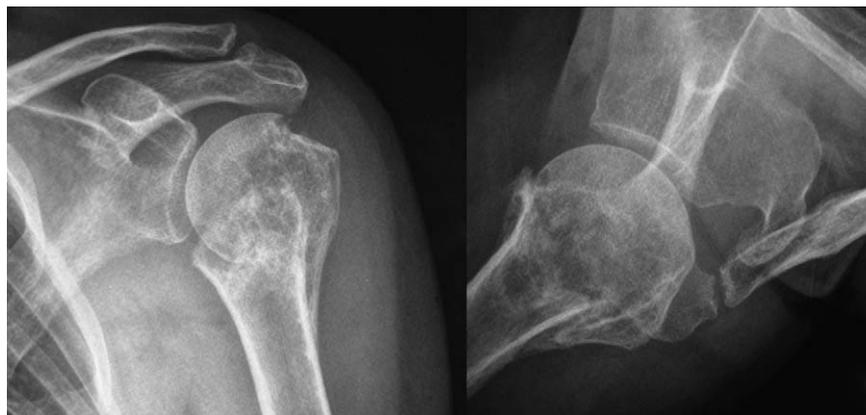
A) Radiografía anteroposterior en plano escapular de hombro izquierdo en el que se sospecha ausencia de consolidación tras fractura de húmero proximal en 3 partes. B) Radiografía axilar verdadera de hombro izquierdo en la que se aprecia la pseudoartrosis a nivel del cuello quirúrgico y la consolidación parcial del troquíter.
